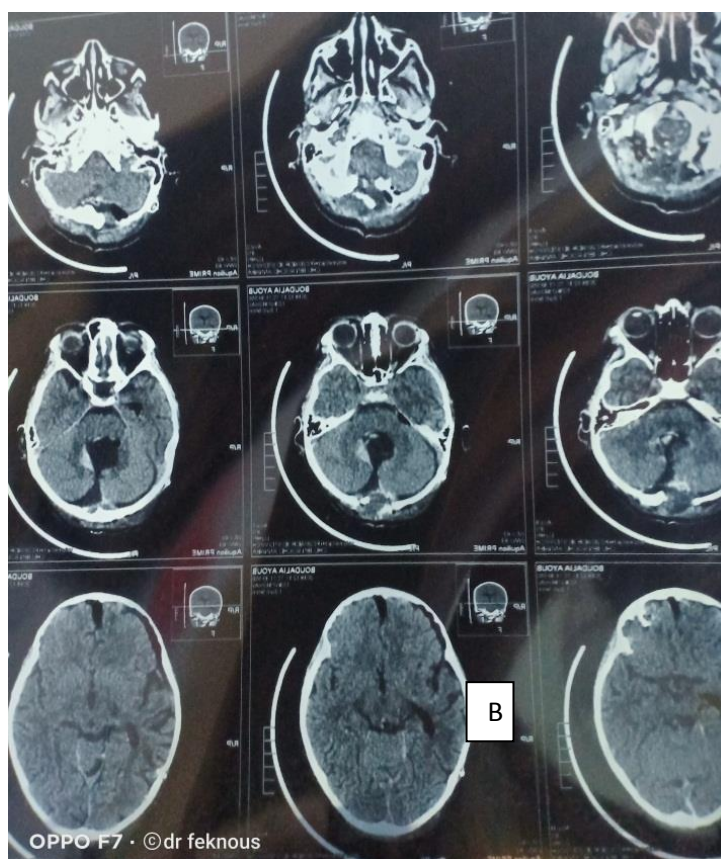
B): TDM cérébrale post opératoire : résection totale.
